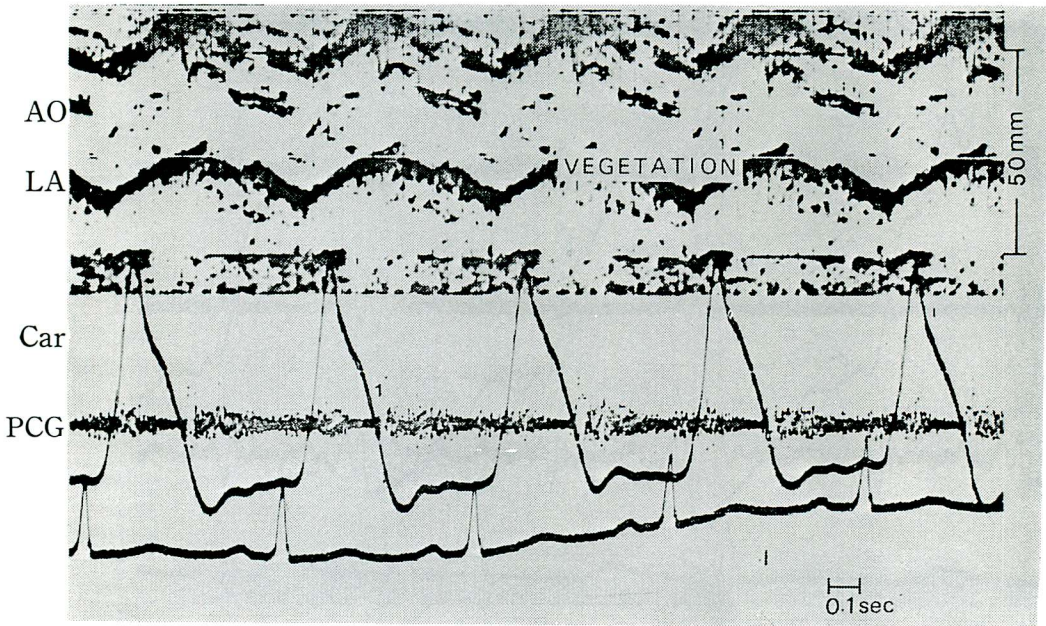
Echocardiogram of case 2
